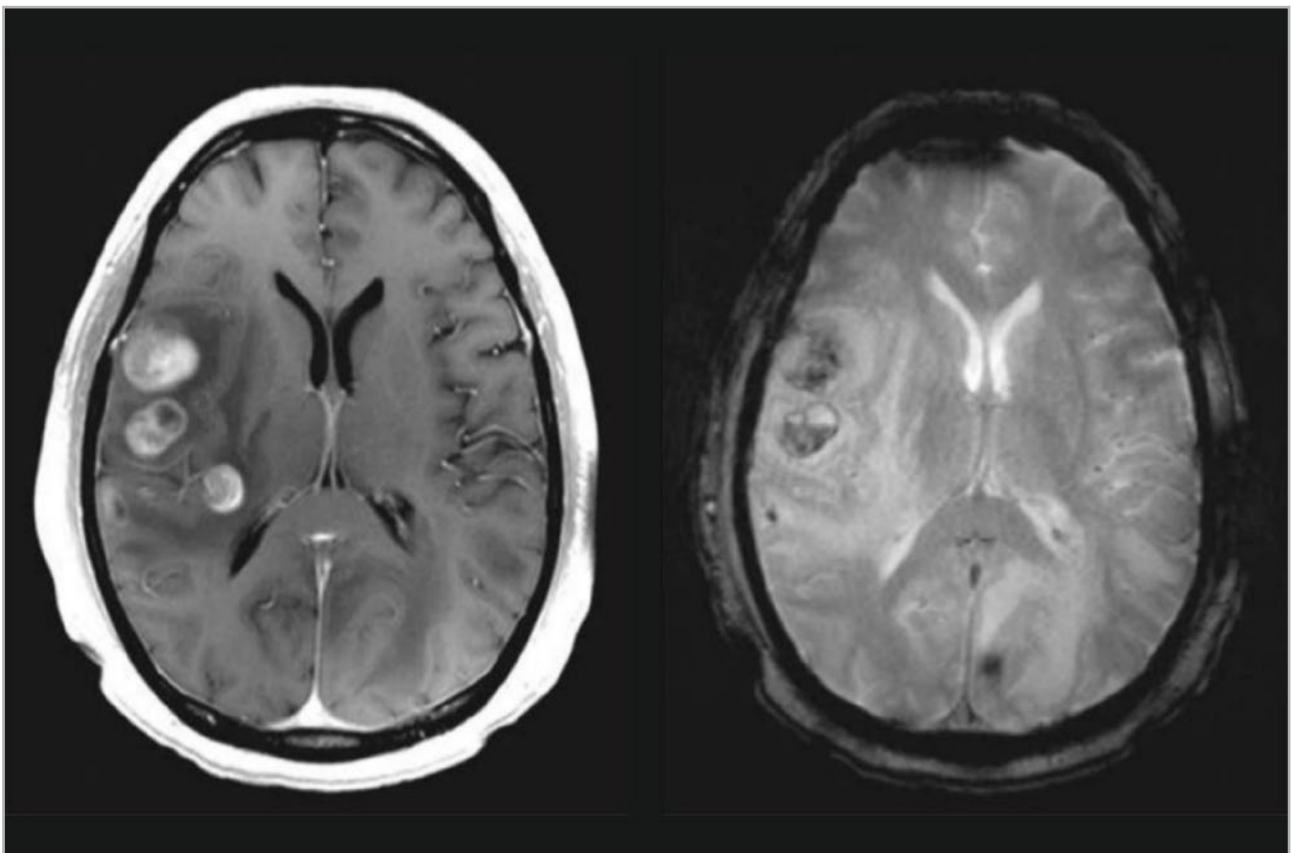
Metástasis de carcinoma de células renales. Resonancia magnética (RM) con contraste (izquierda): edema hipointenso rodeando a cada lesión. RM con ECO de gradiente (derecha): restos sanguíneos hipointensos. Tomado de: Allan H. Roppe et al. Capítulo 31. Intracranial Neoplasms and Paraneoplastic Disorders. Adams and Victor's Principles of Neurology.
